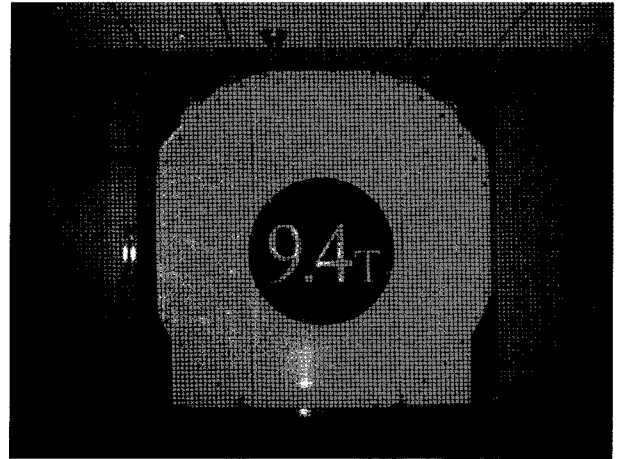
일리노이 대학에 설치된 전신촬영용 9.4 T MRI 장비.
